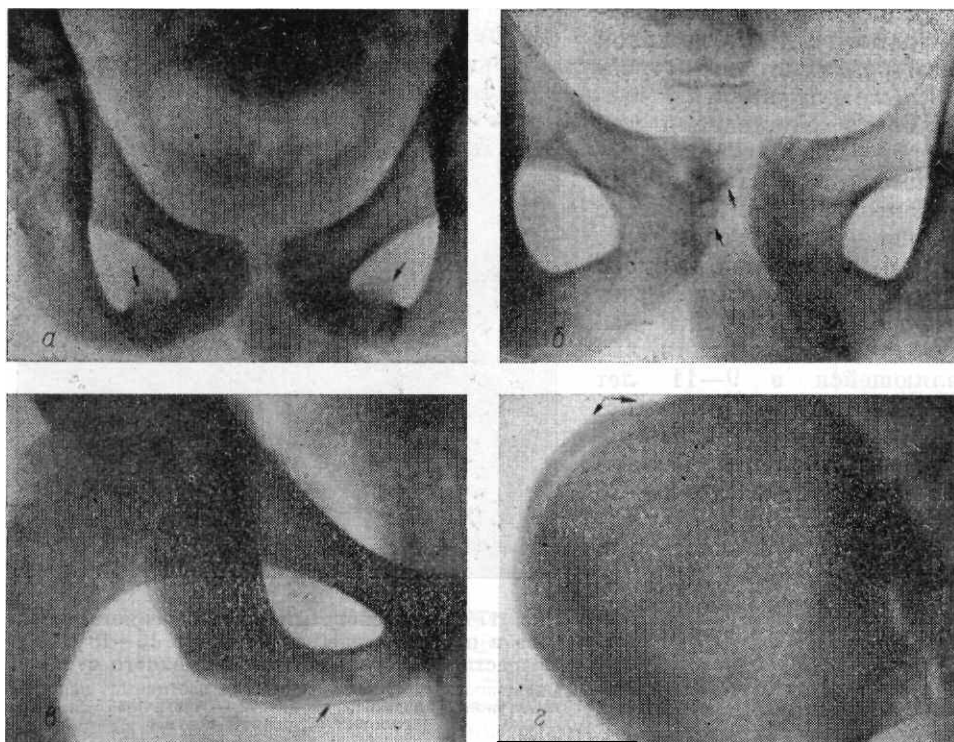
Фрагменты рентгенограммы таза. Возрастные особенности таза от 11 лет до 21 года.
